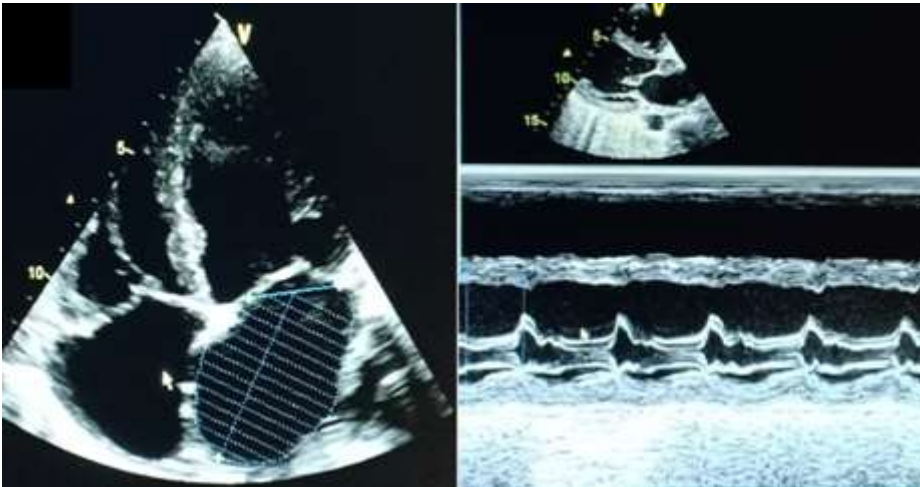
images d'échocardiographie transthoracique en coupe parasternale grand axe et Apicale 4 cavités montrant un aspect de cardiomyopathie dilatée en dysfonction systolique moyenne du VG avec dilatation auriculaire gauche
